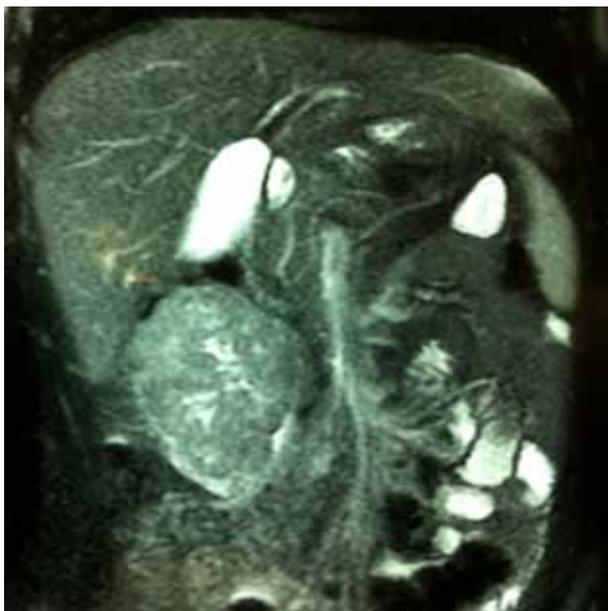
Tomografia mostrando massa em topografia de VCI.
